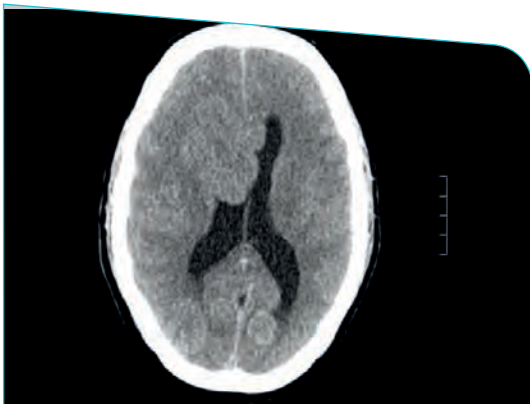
Imagen del TC craneal de urgencia al diagnóstico
